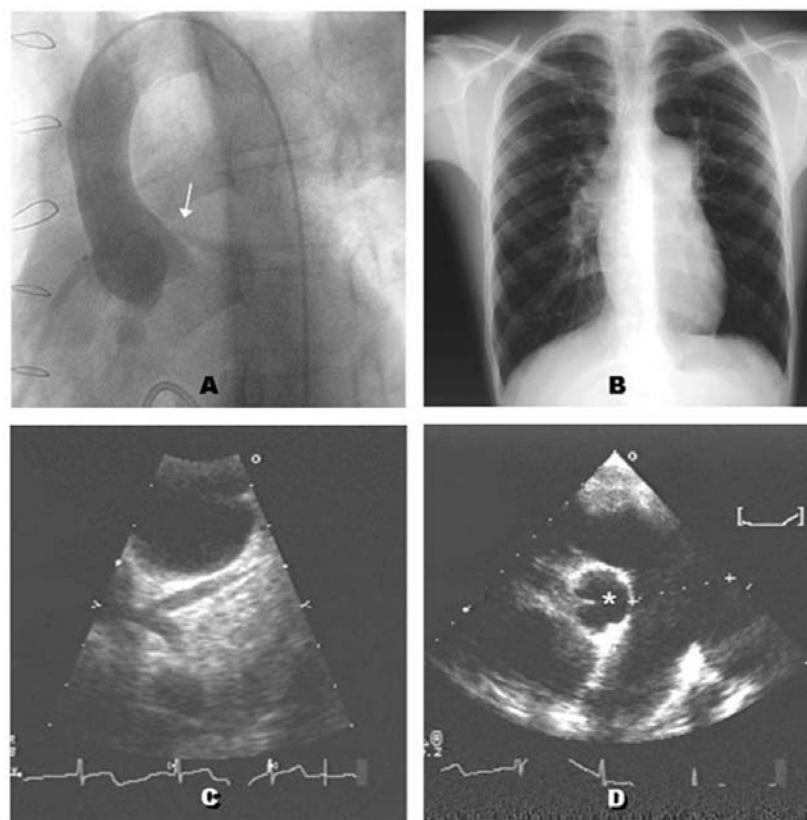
(pós-operatório) – A) estudo hemodinâmico seis meses após a cirurgia mostrando diminuição da obstrução coronariana (seta); B) avaliação dois anos após a cirurgia mostrando discreta diminuição do TAP na radiografia simples do tórax (B) e ecocardiograma sem evidências de obstrução na artéria coronária esquerda (C) porém com TAP ainda dilatado (D).
